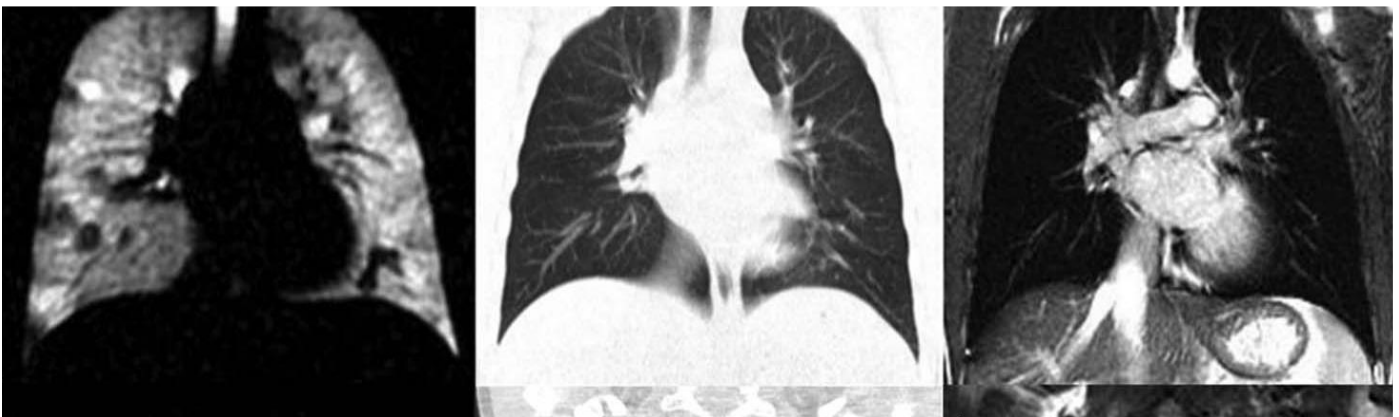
Exemple de discordance entre l'IRM ventilatoire par gaz hyperpolarisé (^3He) (A) avec les données morphologiques obtenues en scanner (B) et en IRM conventionnelle (C) chez un patient atteint de mucoviscidose à un stade précoce de la maladie. La ventilation pulmonaire est hétérogène, en mosaïque, tandis que le scanner et l'IRM conventionnelle ne montrent aucune anomalie notable. *Source : Detection of early subclinical lung disease in children with cystic fibrosis by lung ventilation imaging with hyperpolarised gas MRI*
